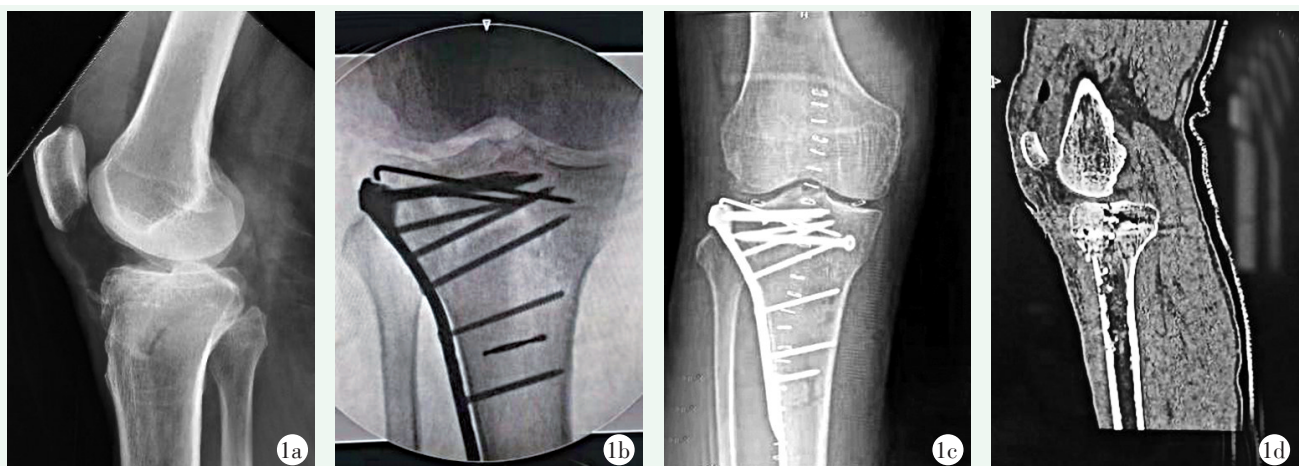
患者，男，62 岁，胫骨平台骨折，采用 ARIF 治疗 1a: 术前 X 线片示右胫骨平台骨折 Schatzker II 型骨折 1b: 术中透视示骨折复位及内固定物位置良好 1c: 术后 7 d 复查 X 线片示骨折复位及内固定物位置良好 1d: 术后 CT 复查骨折复位及内固定物位置良好
